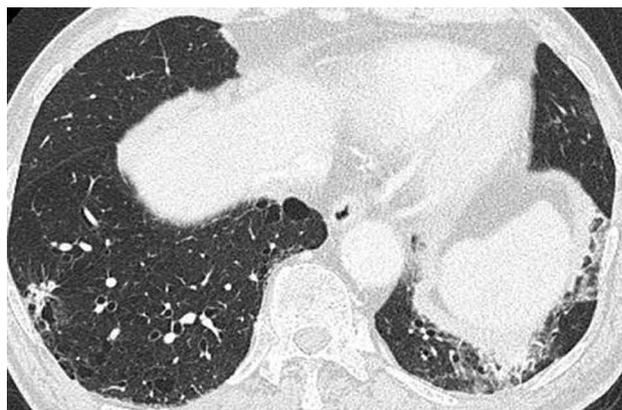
Chest CT showing a tumor in the right S8 and a interstitial shadow in the peripheral portion of the bilateral lower lobe.
